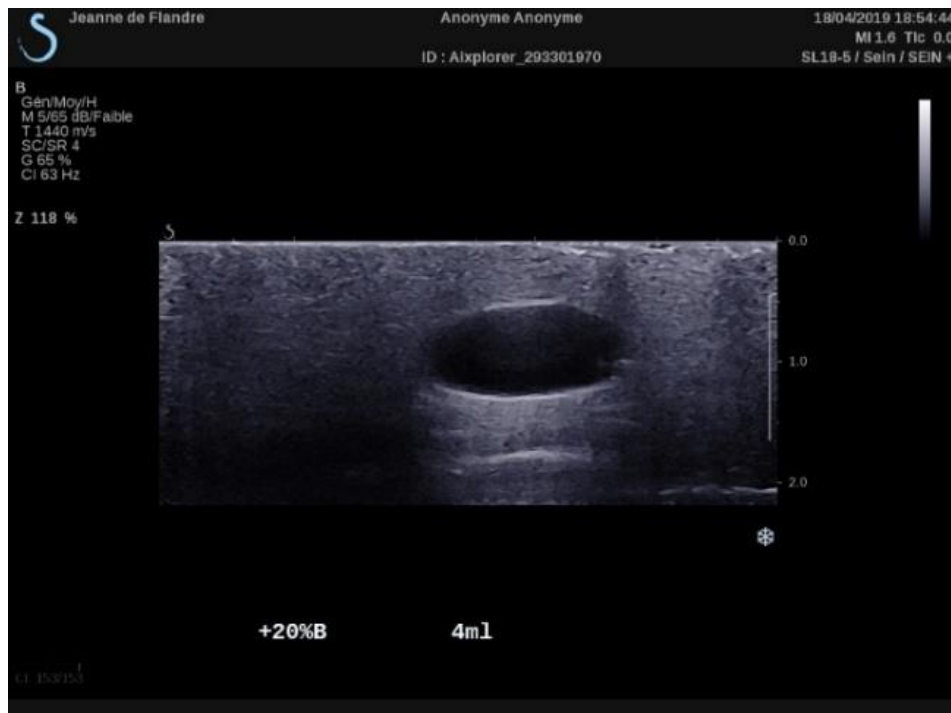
Visualisation échographique 2D + élastographie d'une inclusion de gel d'une densité différente
